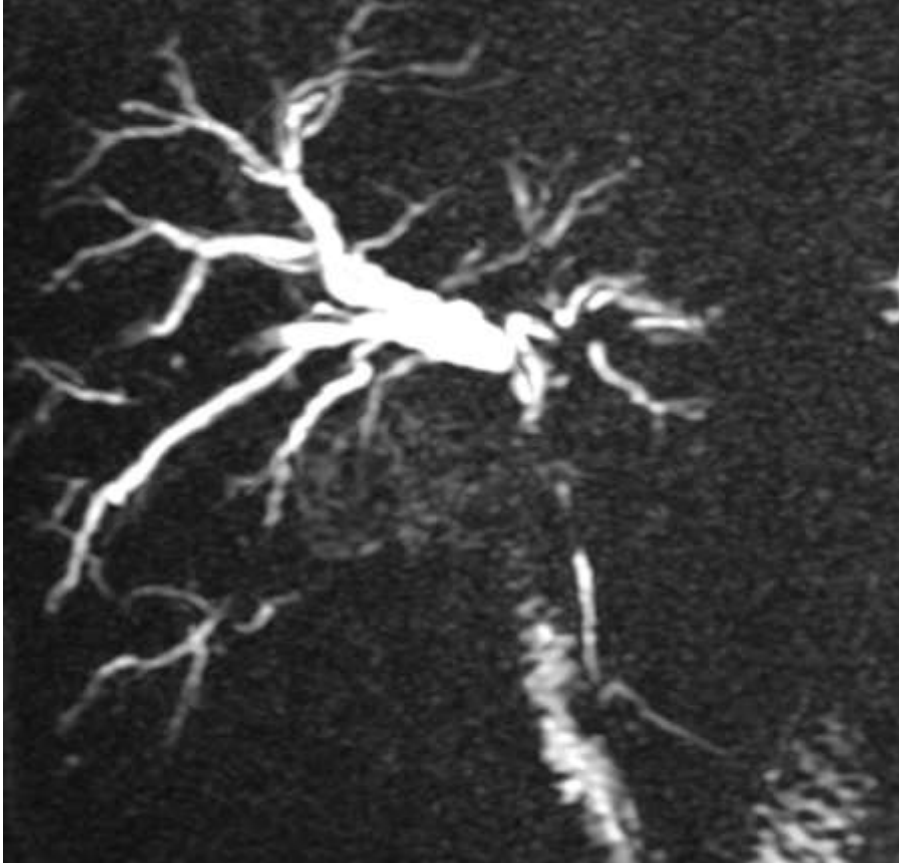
МРТ-холангіографія. Перихілярна холангіокарцинома, тип 3b
